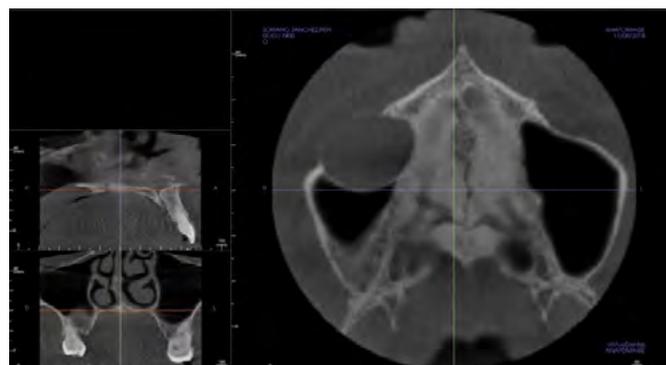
Cortes axial del CBCT
